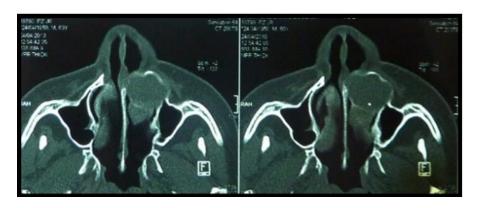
Tomografía cortes axiales
